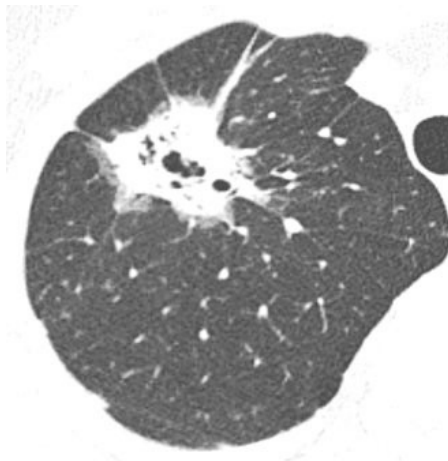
Corte transversal de TAC que muestra adenocarcinoma con pseudocavitación.
